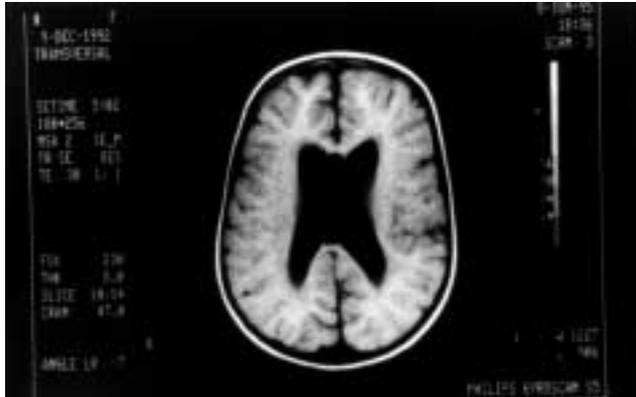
Resonancia magnética cerebral: dilatación del tercer ventrículo y ventrículos laterales.
